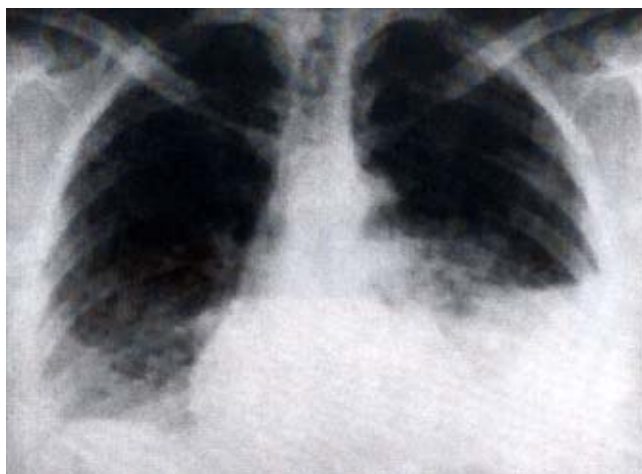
Radiografía de tórax en la que se observa derrame pleural izquierdo e infiltrado basal derecho.
